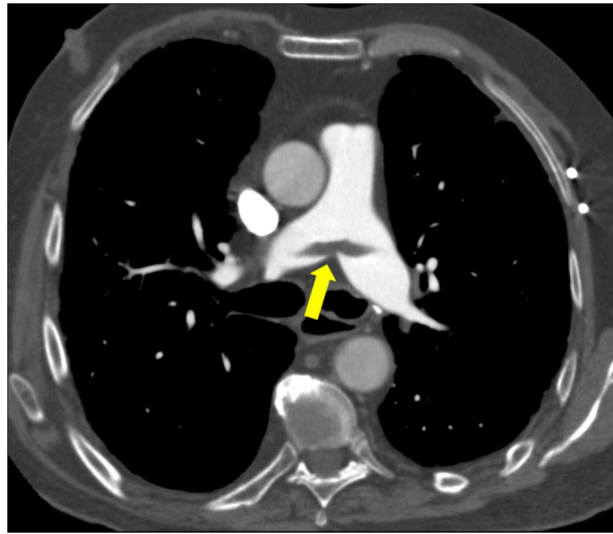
TEP agudo. TC en el plano axial. Defecto de repleción acabalgado en la bifurcación de la arteria principal (flecha amarilla).
